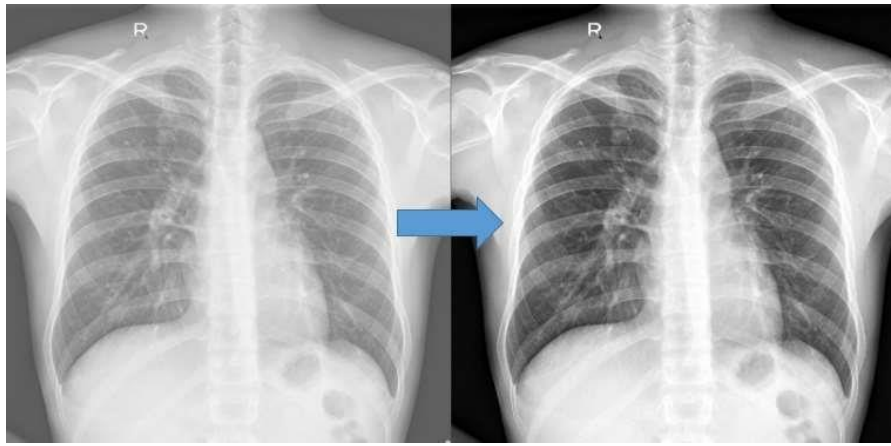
Приклад рентгенограми із високим та низьким контрастом
